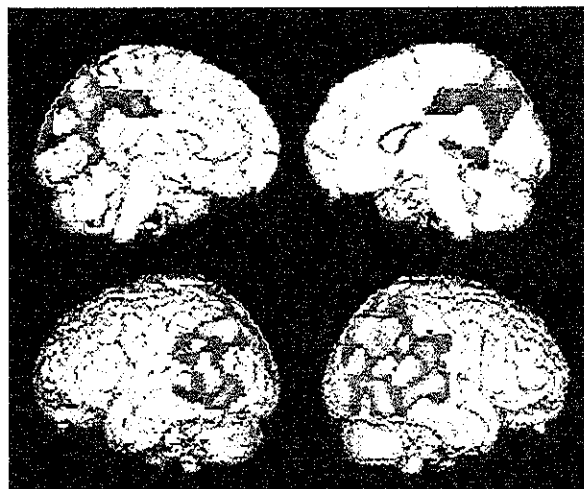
尾状核の FDOPA Ki value と FDG-PET の相関部位 ($Z>2.05$, corrected $p<0.05$)
